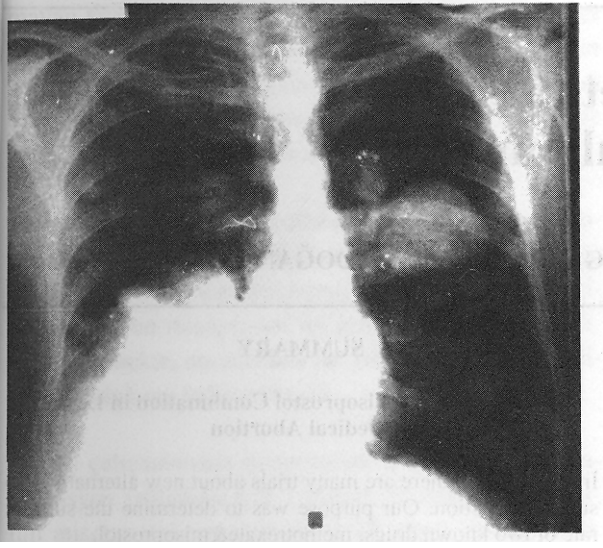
Osteosarkom; AP akciğer grafisindeki metastazı ve CAT görünüşü.
